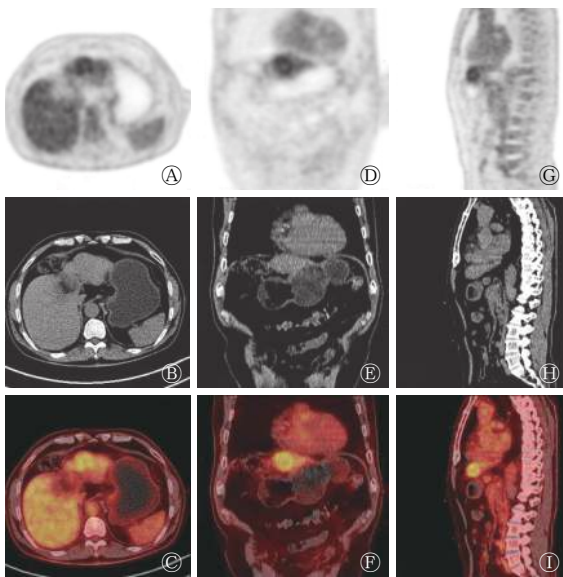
患者男性, 69 岁, 肝脏¹⁸F-FDG PET/CT 图像 图中: A~C: 肝脏结节横断面 CT、PET、PET/CT 融合图像; D~F: 肝脏结节冠状面 CT、PET、PET/CT 融合图像; G~I: 肝脏结节矢状面 CT、PET、PET/CT 融合图像。图中, 肝左外叶上段结节, ¹⁸F-FDG 代谢稍增高, SUV_{max} 为 2.8, 病灶与邻近肝实质分界模糊, 肝脏本底代谢 SUV 为 2.6~2.9。FDG: 氟脱氧葡萄糖; PET: 正电子发射断层显像术; CT: 计算机体层摄影术; SUV_{max}: 最大标准化摄取值; SUV: 标准化摄取值。
